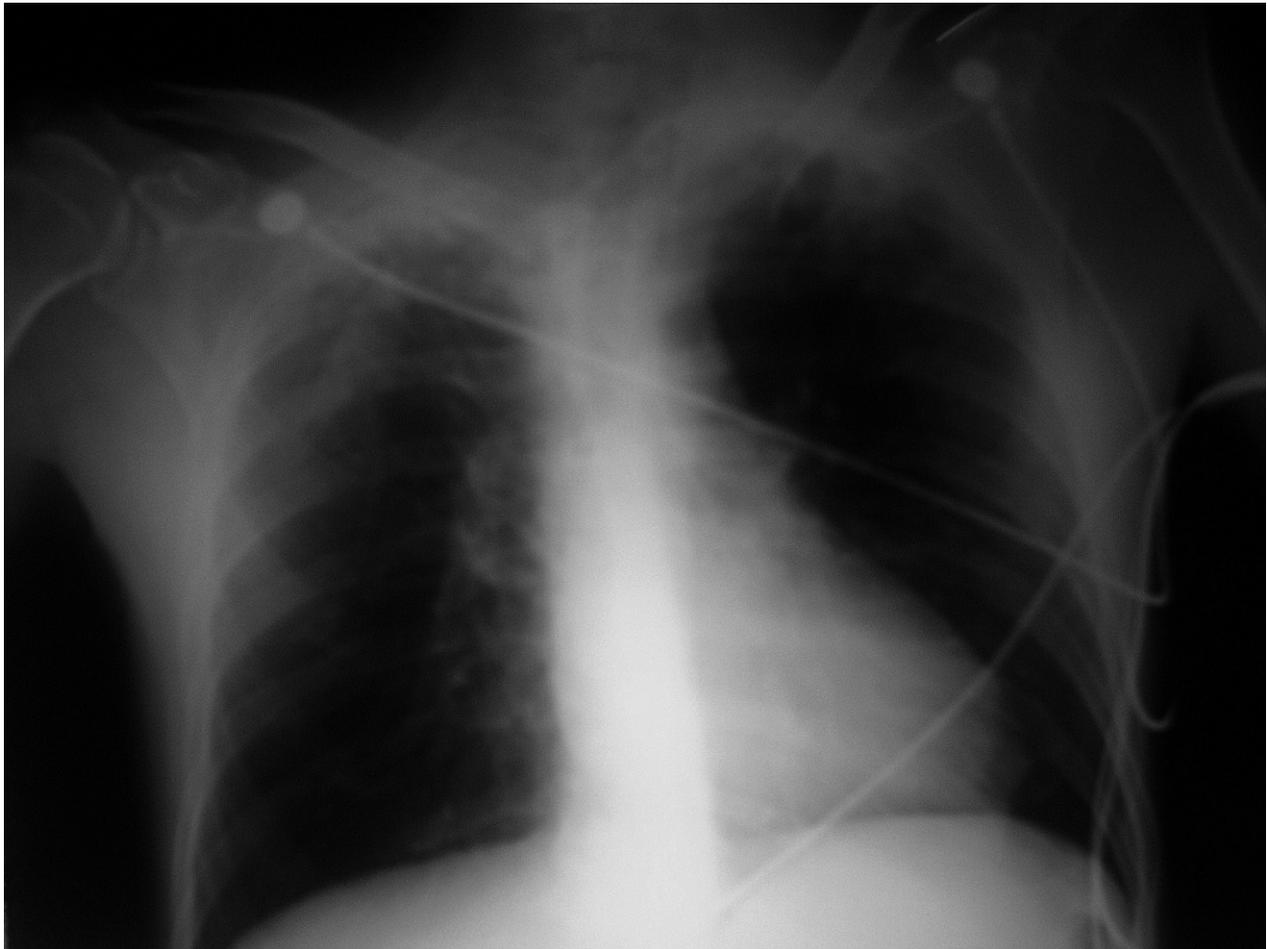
Radiografía de tórax al ingreso en urgencias: sin hallazgos relevantes.
